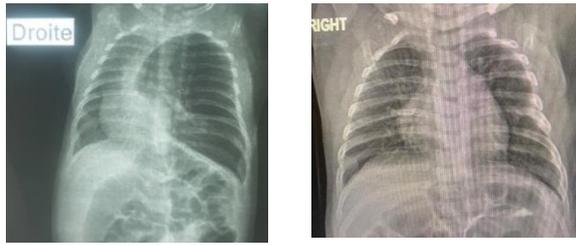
Images radiographiques thoraciques. Avant intervention: Hyperclarté lobaire gauche avec déviation médiastinale, emphysème (a). Après intervention : Distanciation compensatrice avec un thorax symétrique (b)
